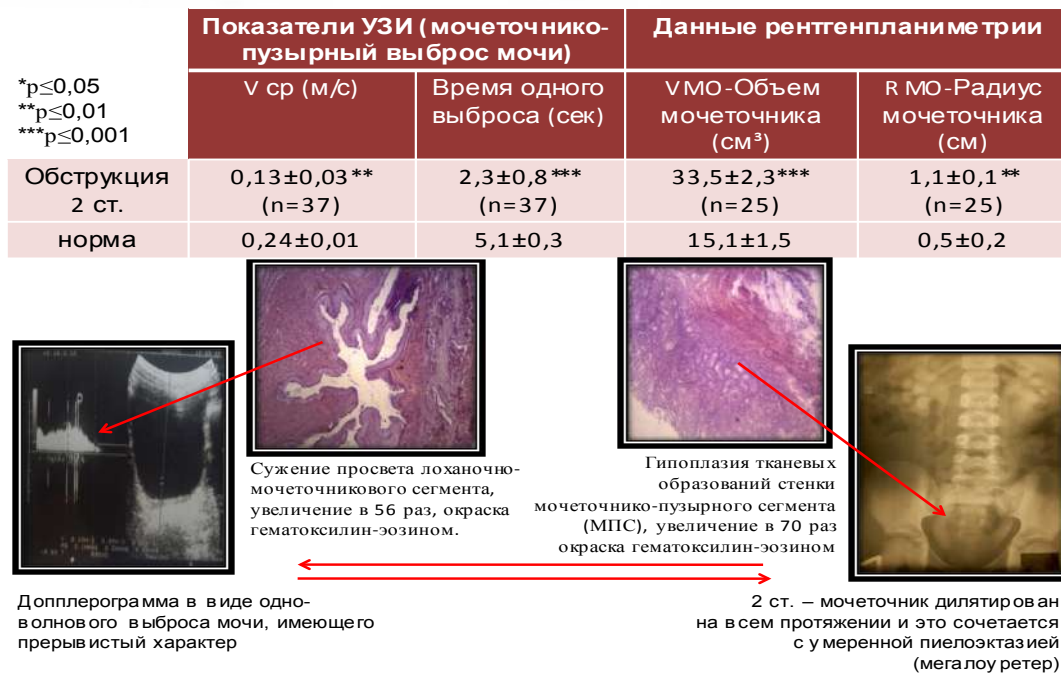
Показатели УЗИ у детей с врожденными обструктивными уropатиями в зависимости от степени обструкции.
